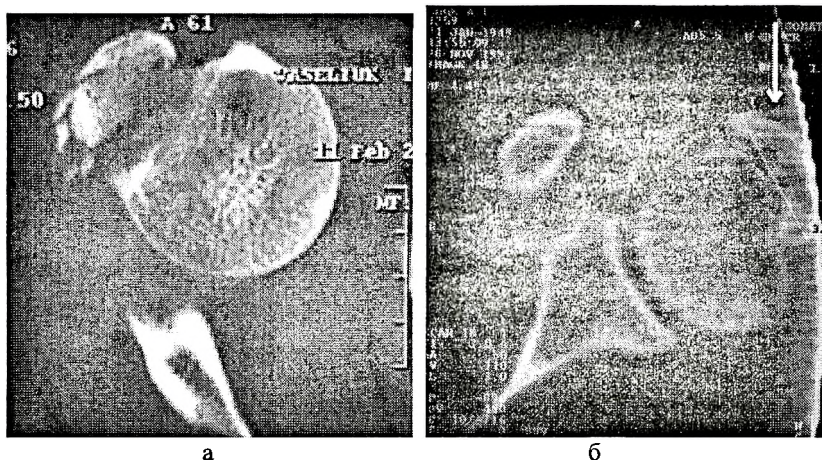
Компьютерная томограмма плечевого сустава с чрезкостным повреждением ротаторной манжеты (аксиальная проекция): а –многофрагментный перелом большого бугорка, дефект головки плеча, б –сращение бугорка плечевой кости с характерным смещением (стрелка).
